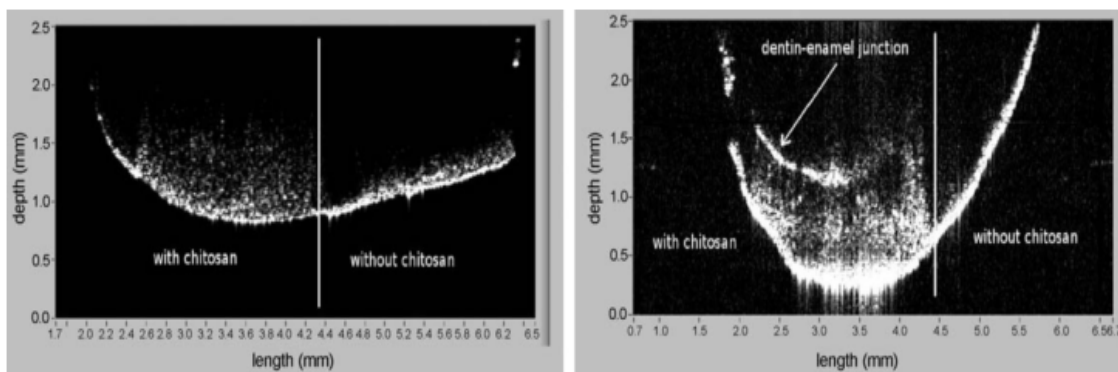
Tomografia do dente em relação a duas concentrações de Chitosan, 2,5 mg/ml (à esquerda) e 5mg/ml (à direita) (Arnaud et al., 2010).
